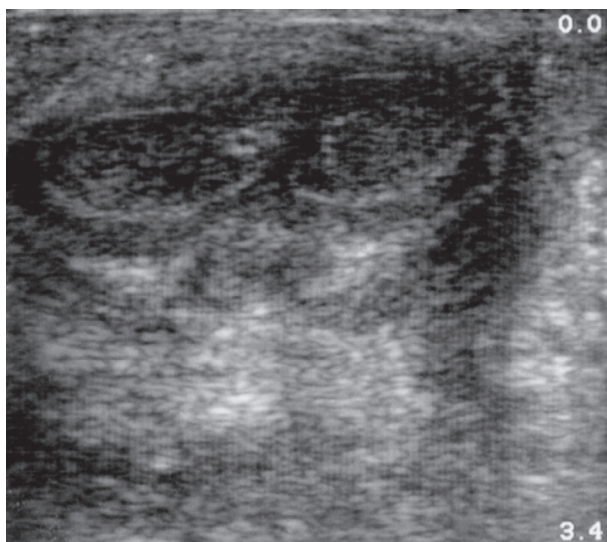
Ultrasonografia prącia (prezentacja B-mode). Krwiak prawego ciała jamistego
